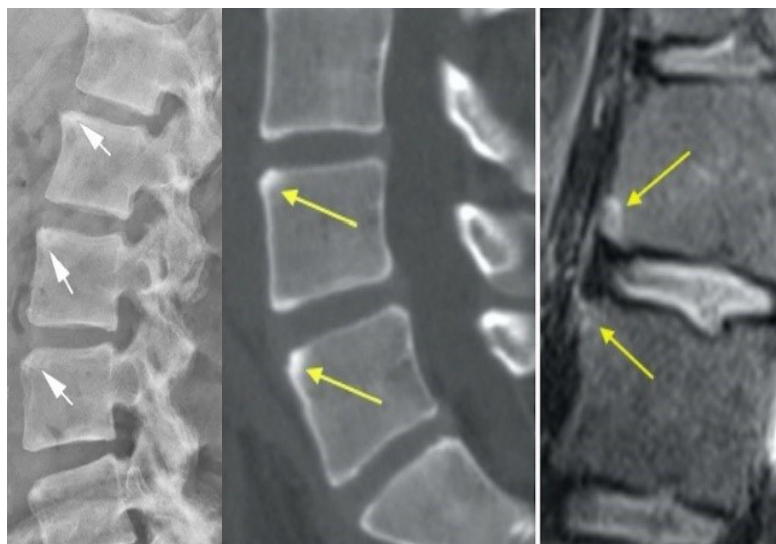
Shenja Romanov dhe "Shiny corner sign" në radiografi, CT dhe MRI. Burimi: <https://radiologyassistant.com/musculoskeletal/Arthritis>
